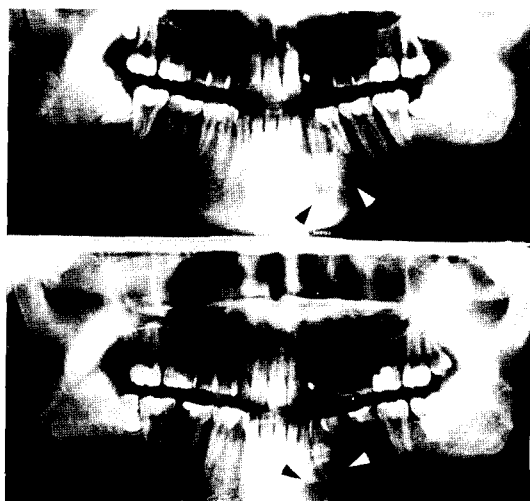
Both radiographs show a well demarcated radiolucent lesion with sclerotic rim on the left parasymphyseal area of the mandible(arrowheads). The lower one is taken at the time of second recurrence while the upper is the primary one.
